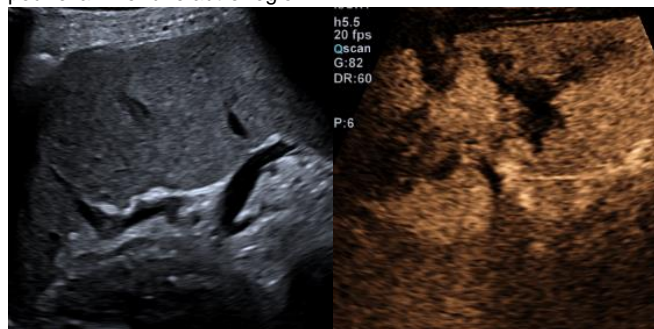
Échographie de la rate. En mode normal (à gauche), une lésion splénique n'est pas détectable. Avec un produit de contraste (à droite), une lésion prononcée est démontrée à travers les zones non perfusées (sombres).
